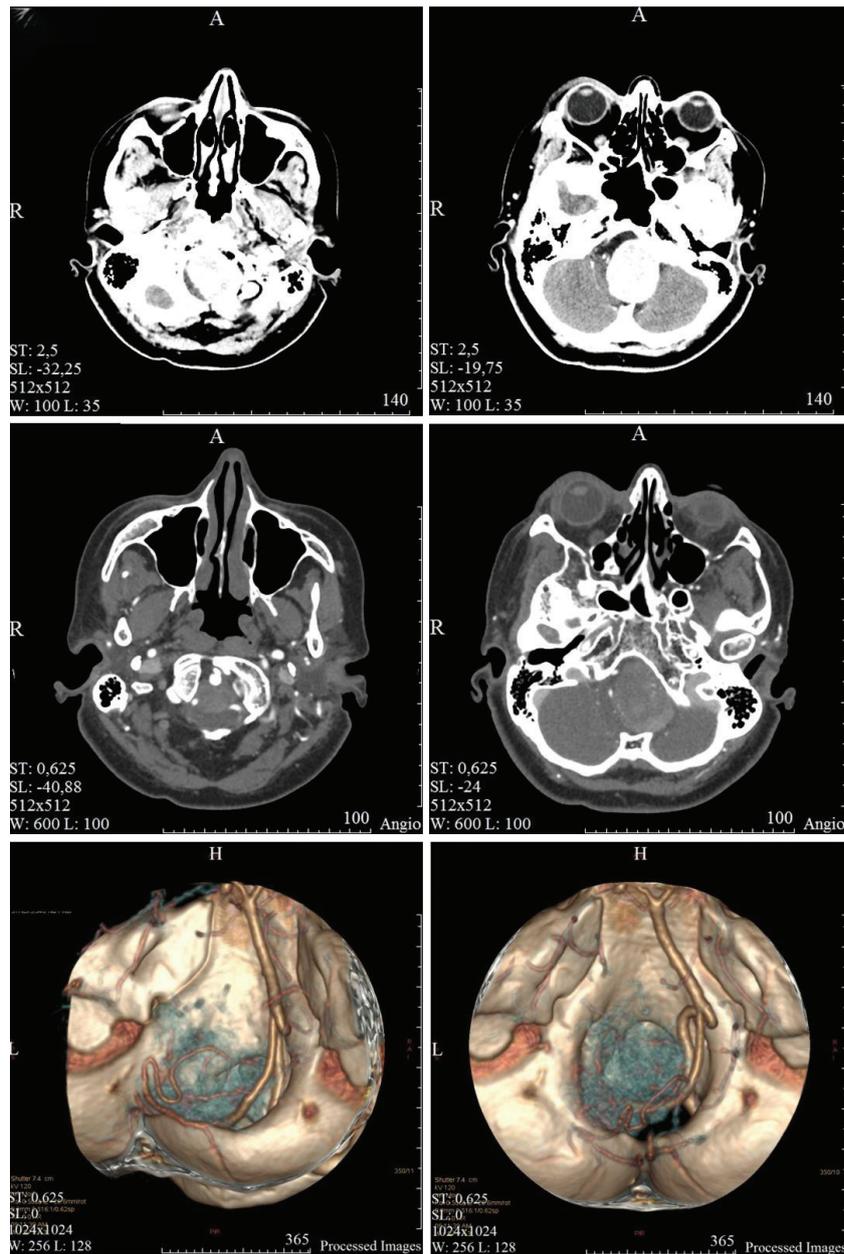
Двухэнергетическая СКТ пациентки К., 55 лет. Менигиома БЗО переднебокового расположения слева с преимущественно оральным направлением роста. СКТ с внутривенным усилением, СКТ-ангиография и 3D-реконструкция (в синий цвет окрашена опухоль, вертебральные и базилярная артерии смещены опухолью вправо)
